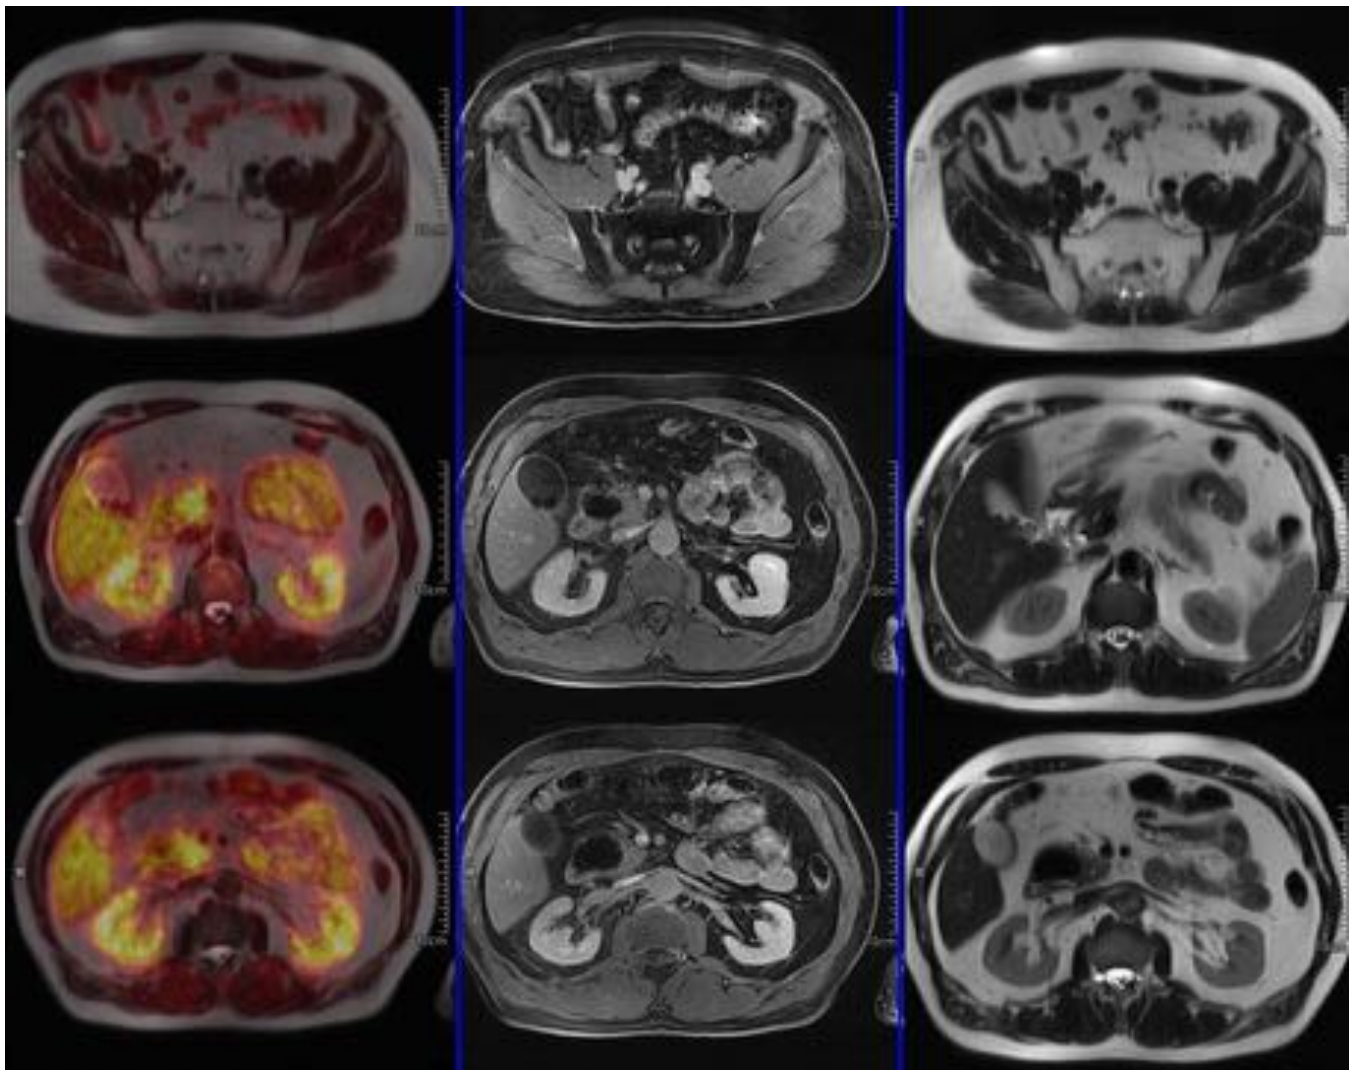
Patología gastrointestinal. Diverticulosis colónica (arriba), colelitiasis múltiple (centro) y divertículo en 2ª rodilla duodenal (abajo) en estudio de reevaluación de cáncer de mama, por elevación de marcadores, sin signos morfometabólicos de enfermedad. De izda a dcha. imagen fusionada HASTE T2 y PET, estudio postcontraste iv y secuencia HASTE T2.
